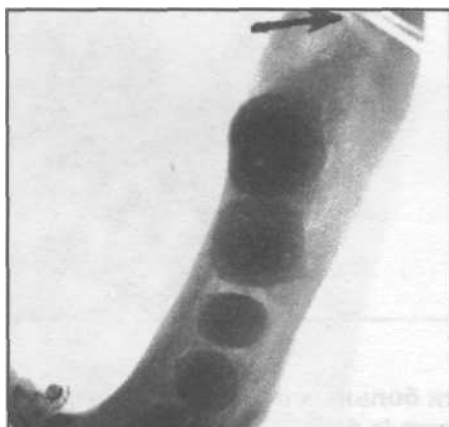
Рентгенограмма нижней челюсти больного с переломом в области угла. Щель перелома (указана стрелкой) проходит перпендикулярно к продольной оси тела челюсти.
